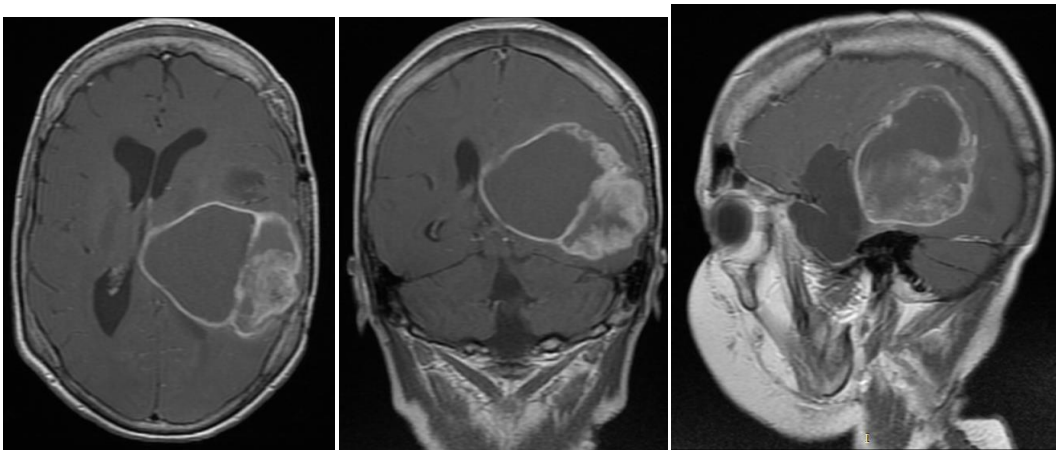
МРТ головного мозга у больного К-ва., 19 лет (ИБ №793-2016) с продолженным ростом глиобластомы левых лобной, височной и теменной долей кистозно-солидного строения, размерами 77x66x62 мм. Клиническая симптоматика представлена гипертензионным синдромом, правосторонним гемипарезом, правосторонней гемианопсией
